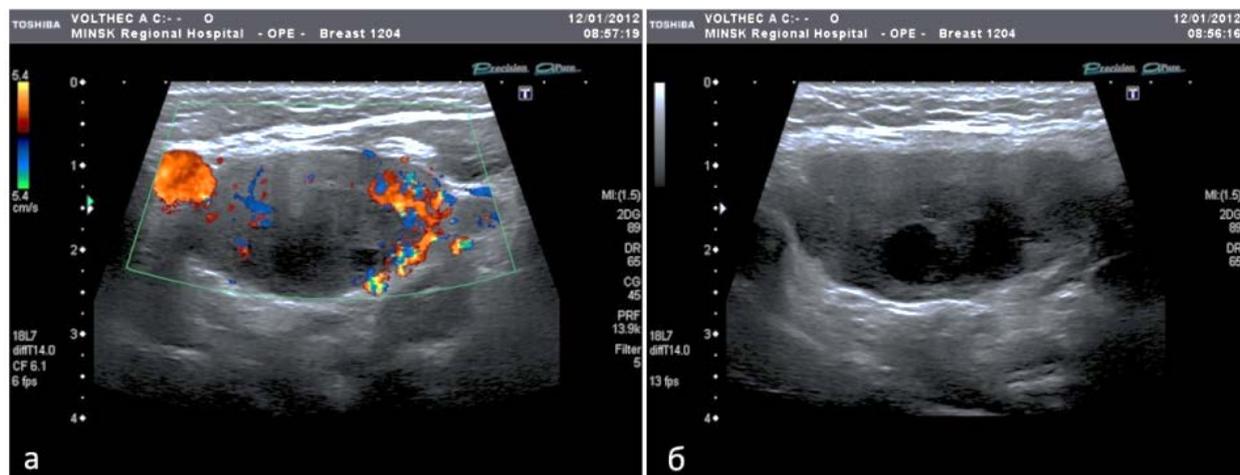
УЗИ мягких тканей шеи с доплерографией: а - доплерография сосудов шеи с перивазальной флегмоной, б – абсцесс мягких тканей шеи
